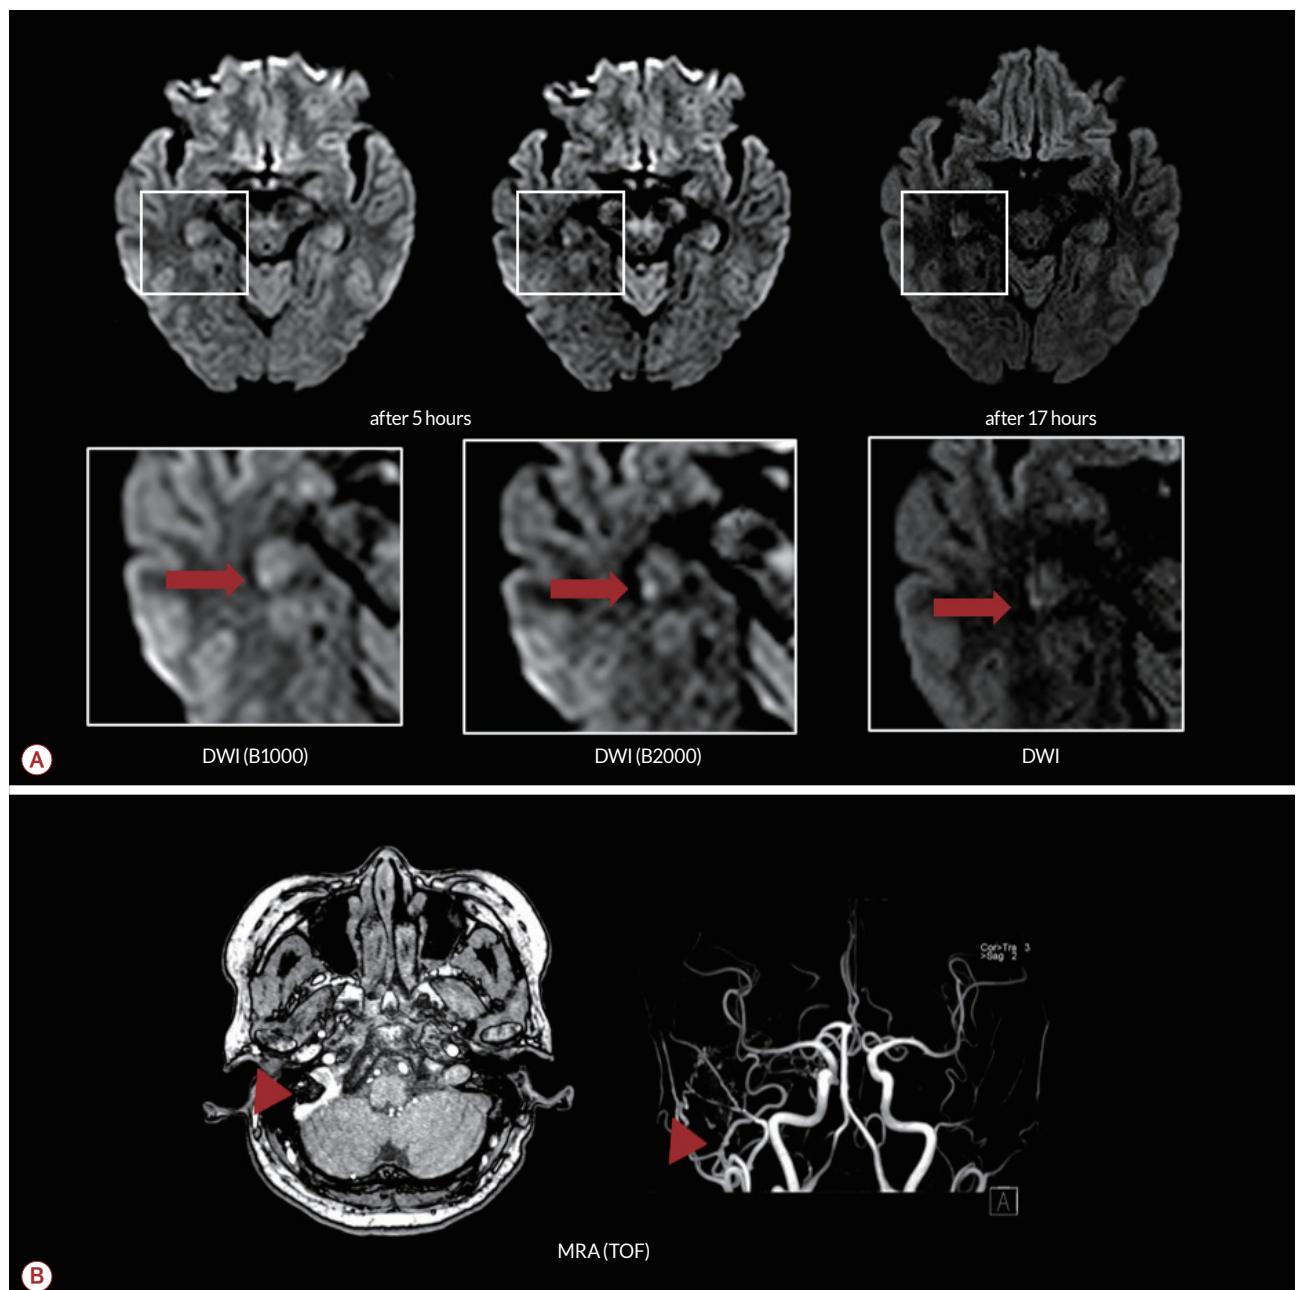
Brain MRI and MRA of our patient. (A) Diffusion restriction lesion on the right hippocampus (red arrows). (B) Flow signal intensity found in the right sigmoid sinus with prominent transosseous vessels in retromastoid area suggesting dural arteriovenous fistula (red arrowheads). DWI; diffusion weighted image, MRA; magnetic resonance angiography, TOF; time-of-flight angiography, MRI; magnetic resonance image.
